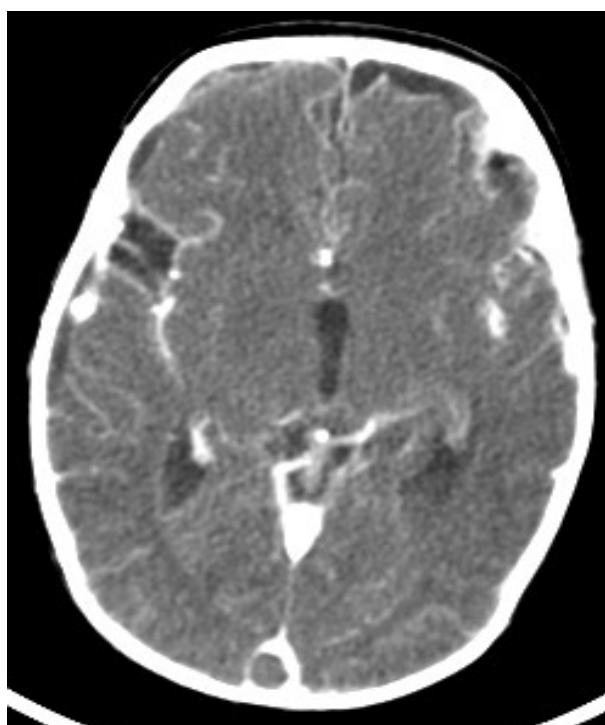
TDM cérébrale montrant une méningite avec une thrombose de sinus longitudinal supérieur (Observation N°9)
